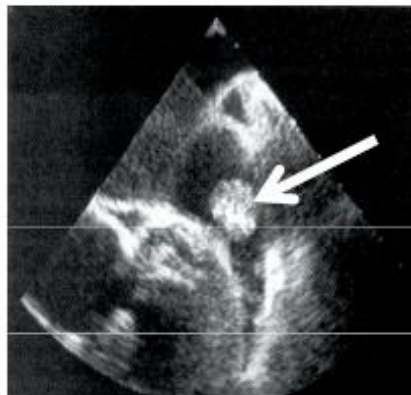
El Ecocardiograma transesofágico muestra un coágulo de sangre (flecha) en la aurícula izquierda.
